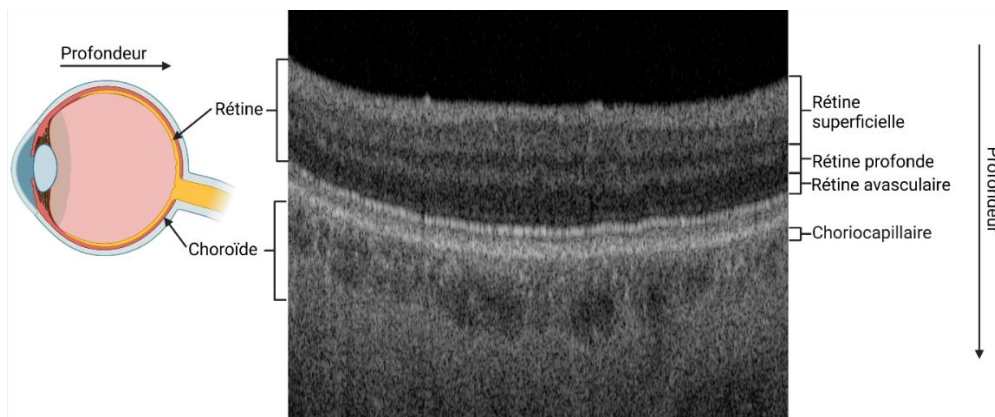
A gauche, localisation de la rétine (jaune) et de la choroïde (orange) dans l'œil. A droite, le détail de chacune de ces couches à partir d'une vue en coupe obtenue par tomographie en cohérence optique.
